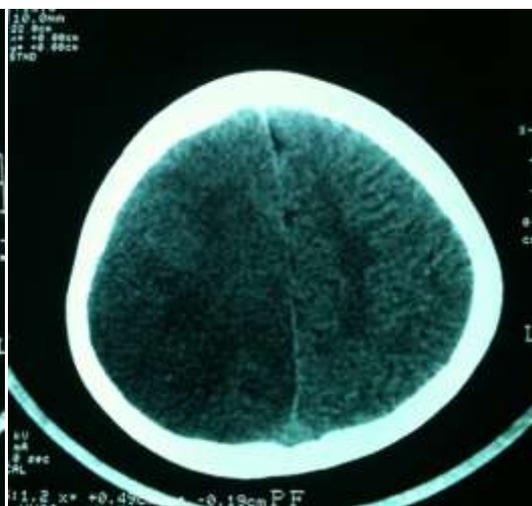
TC de crânio com área hipodensa à direita e edema com efeito de massa.
